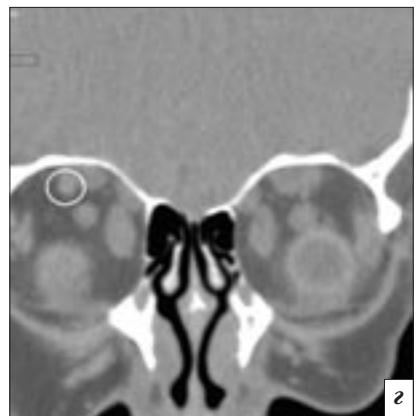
Компьютерные томограммы в аксиальной (*а, б*) и фронтальной (*в, г*) проекциях пациента с миогенным вариантом ОЭ. Визуализируется расширенная (3,8 мм) ВГВ
